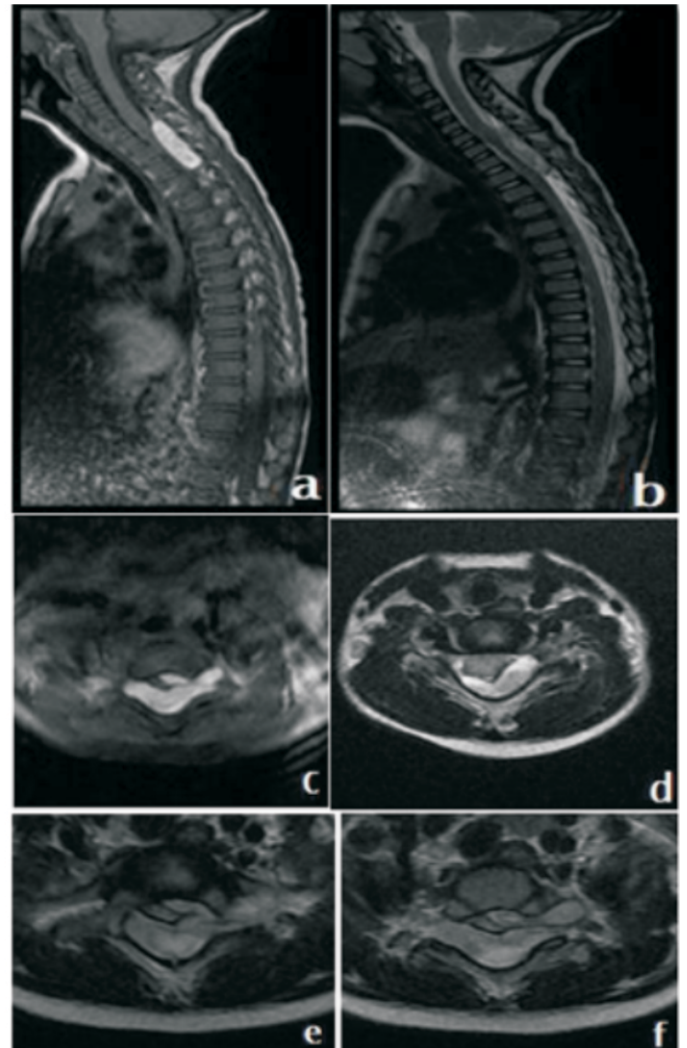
IRM du rachis cervical en séquences T1 et T2 dans les plans sagittal (a, b) et axial (c, d, e, f) montrant une collection épidurale cervicale postérieure, latérale et antérieure. Hyperintense T1 et hypointense T2 s'étendant dans les foramens D1-D2 (f), étendue en hauteur de C5 à D2. Cette collection détermine une compression et déformation des contours médullaires avec hypersignal T2 de la moelle témoignant sa souffrance. Hématome épidural à la phase subaiguë
